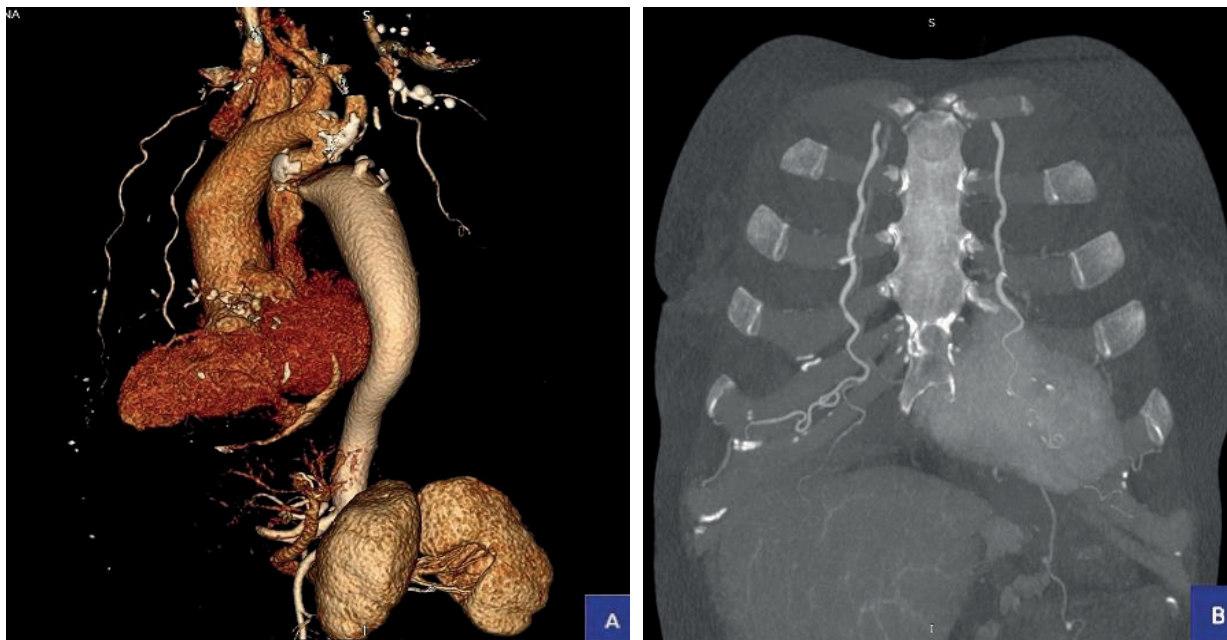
КТ-ангиография. Коллатерали передней грудной стенки. 3D реконструкция (A)
